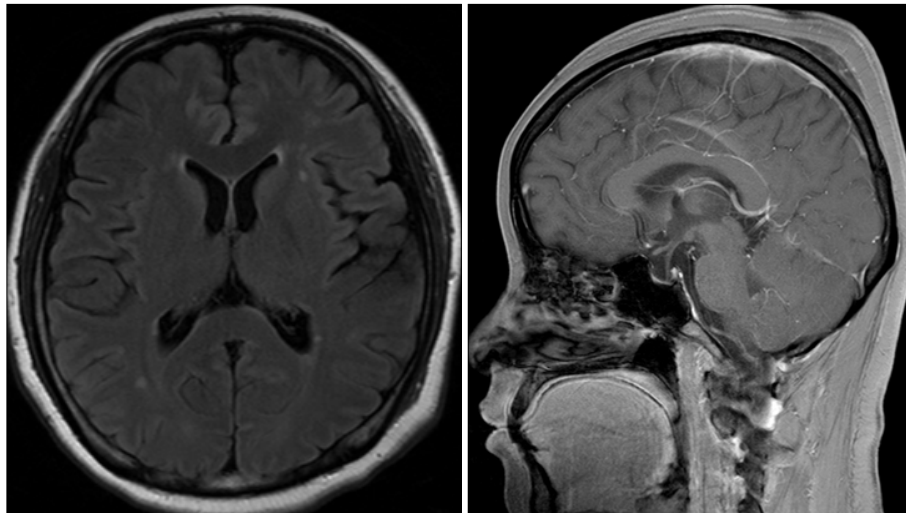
Initial magnetic resonance imaging before 1st ventriculoperitoneal shunt operation. There were no specific intracranial findings, except subgaleal hematoma at right parietal area, extracranial. The patient had minimal head trauma history, at about 1 month before imaging study.
